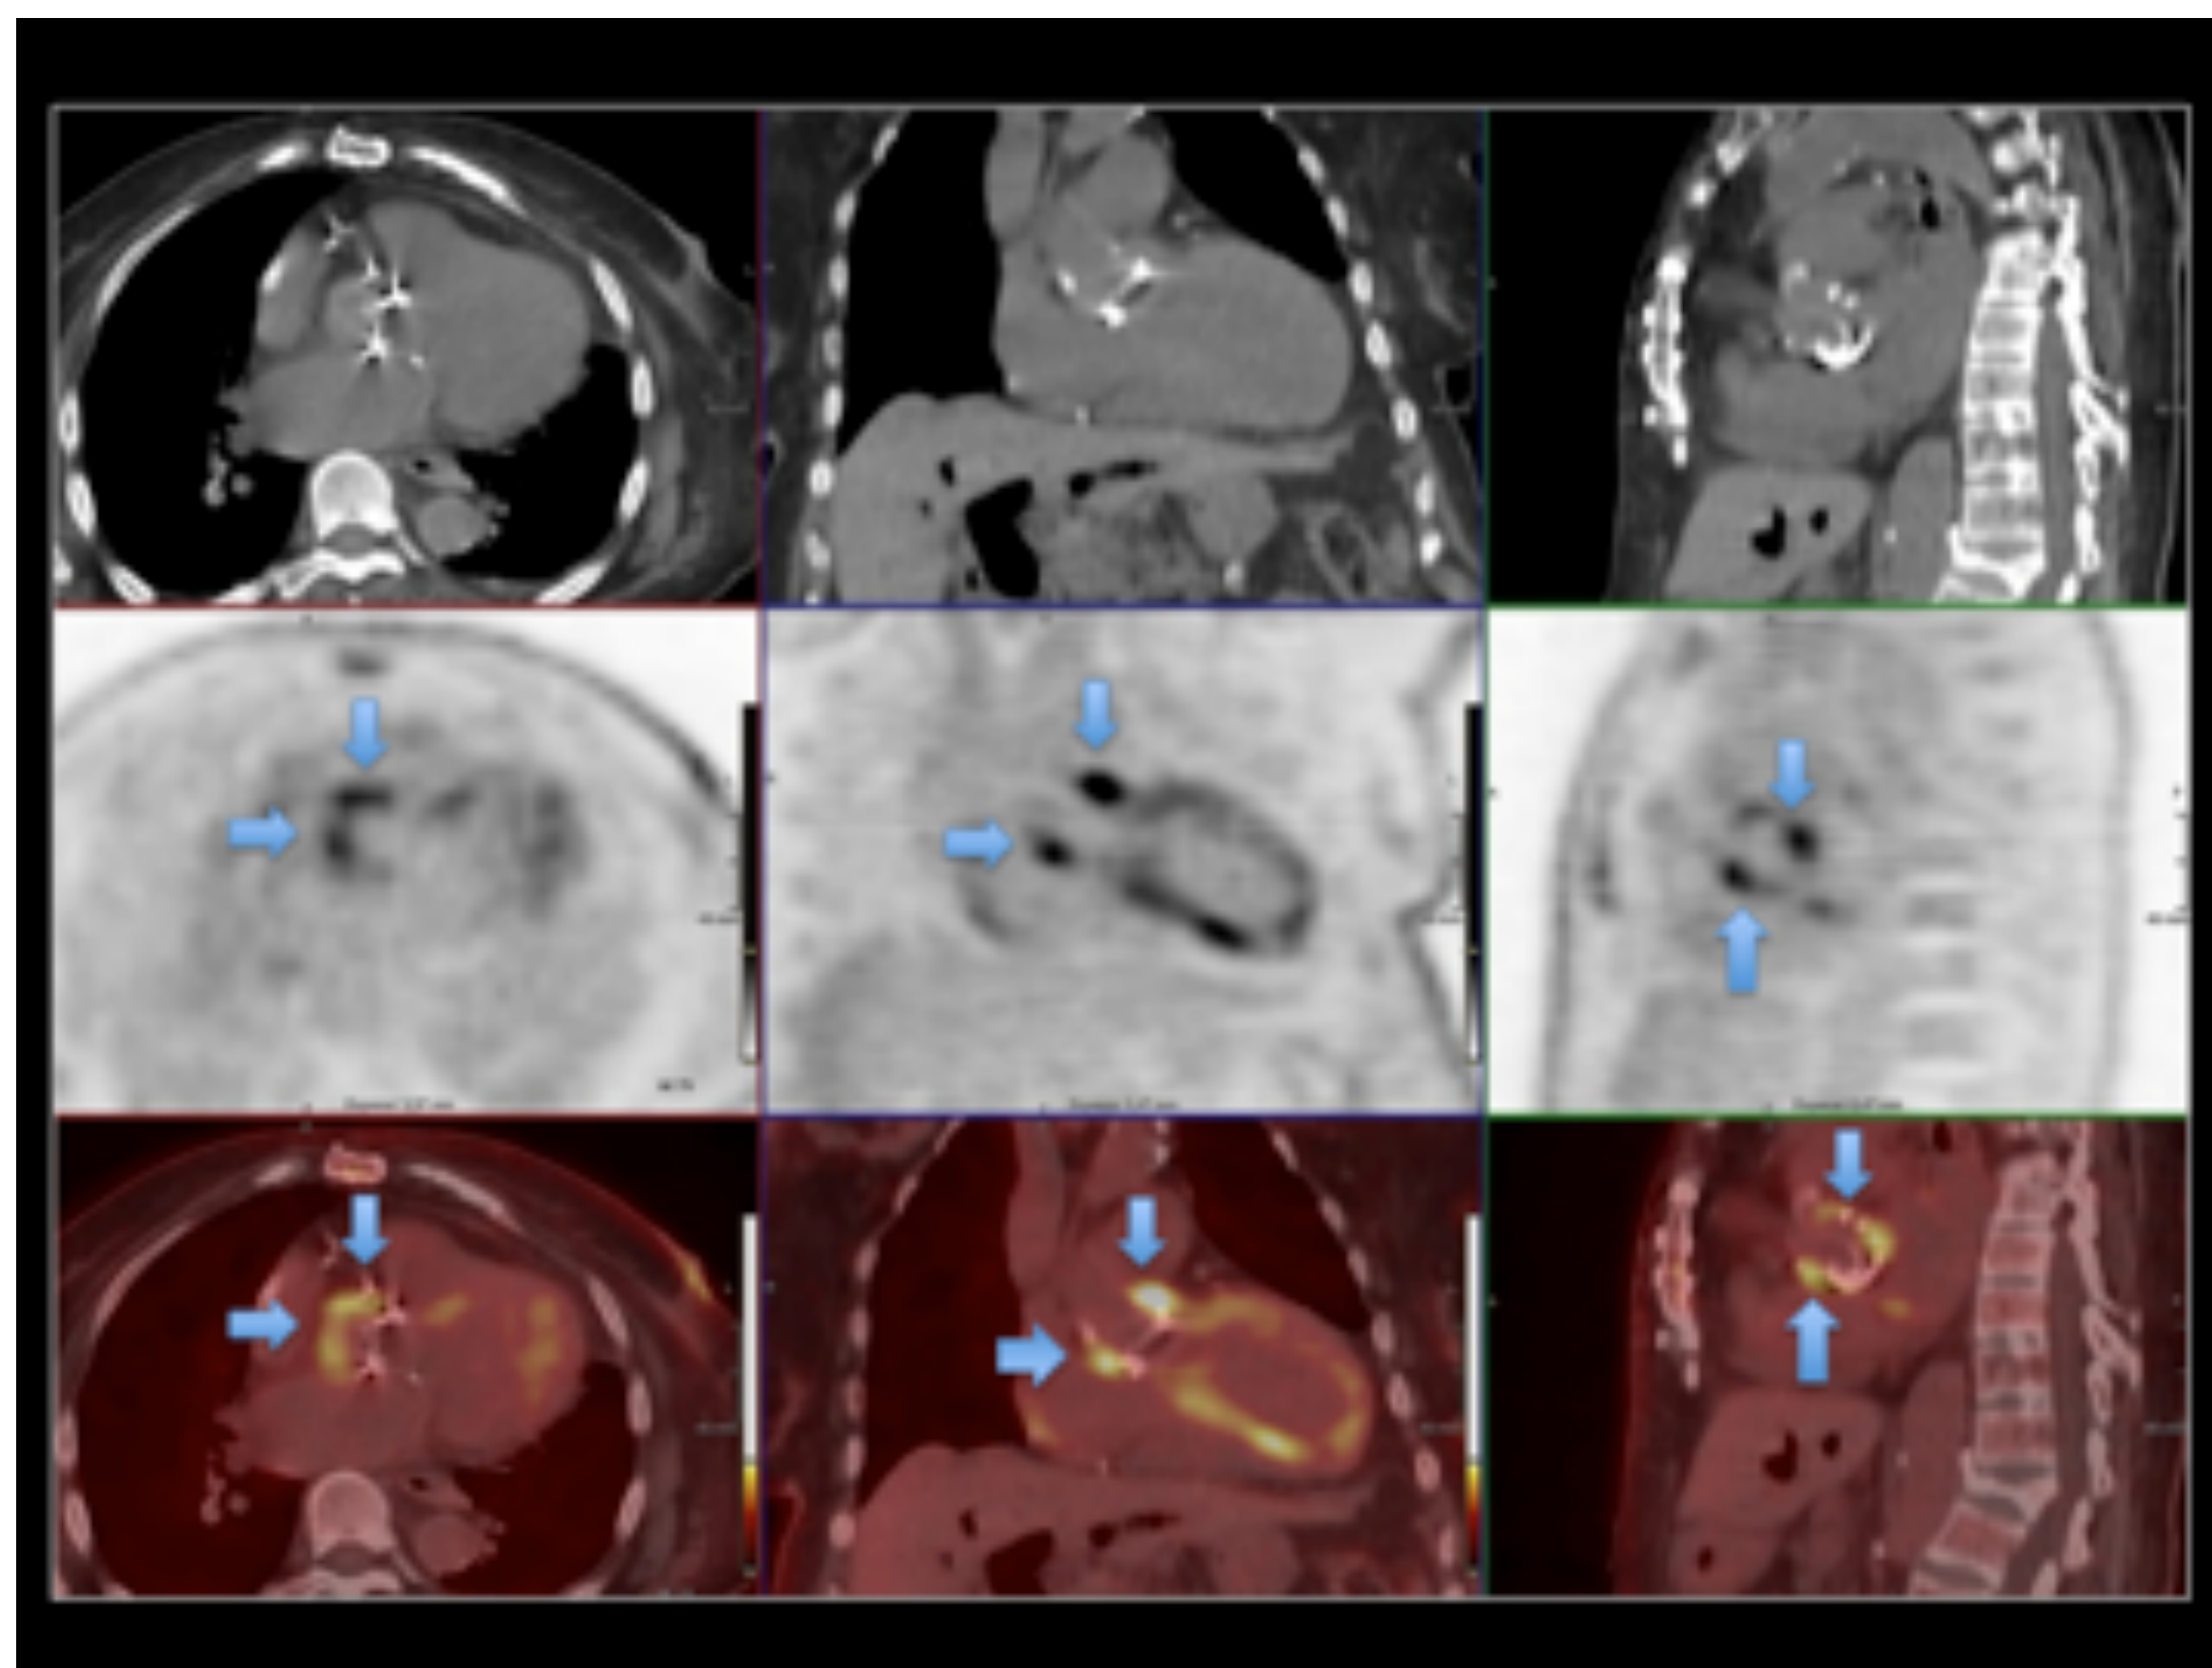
PET-TC. Endocarditis sobre válvula protésica aórtica. Marcado aumento de captación de ^{18}F -FDG en la válvula protésica (flechas azules). Hospital Universitario Central de Asturias.
